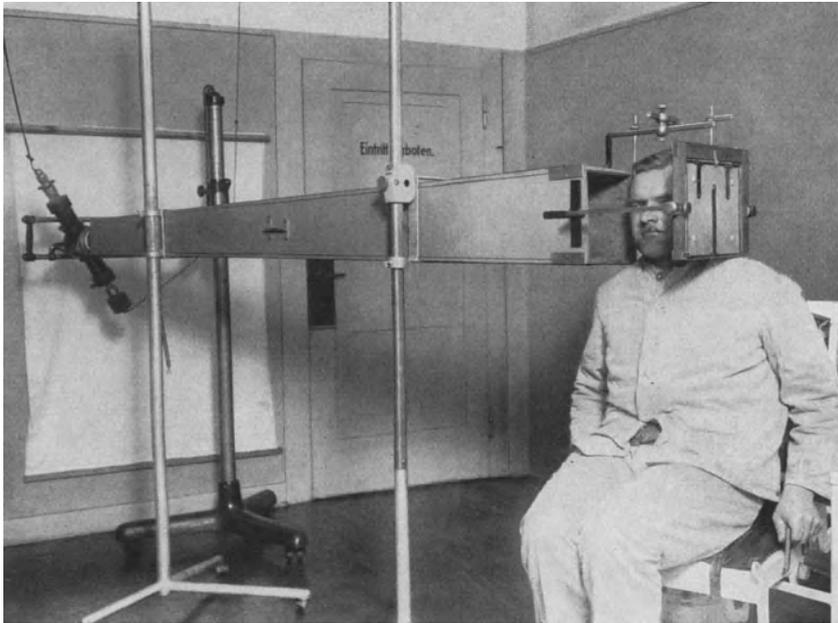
Teleröntgenerät nach Hofrath.
